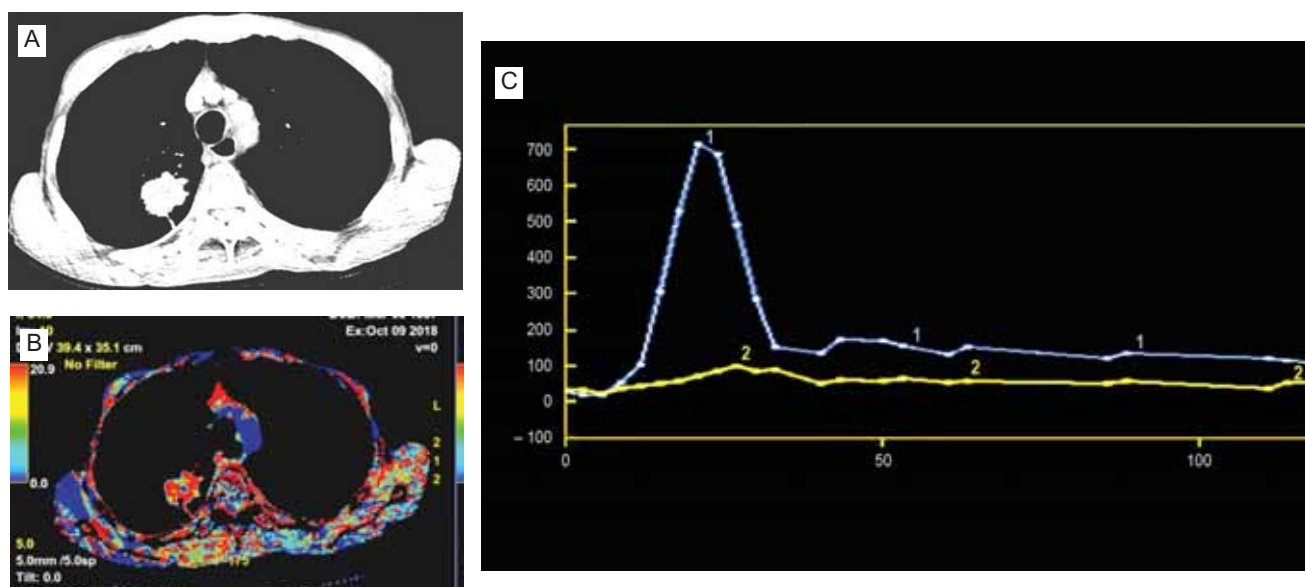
Рецидив плоскоклеточного рака в верхней доле правого легкого: А — компьютерная томография субплеврально определяется опухолевый узел, верификация не получена; В — на перфузионной карте продемонстрированы высокие показатели кровотока, обусловленные злокачественным неоангиогенезом; С — кривые «плотность / время» в аорте (1) и опухолевом узле (2). Заключение: опухоль злокачественного генеза (подтверждено на операции) (собственное наблюдение авторов)
